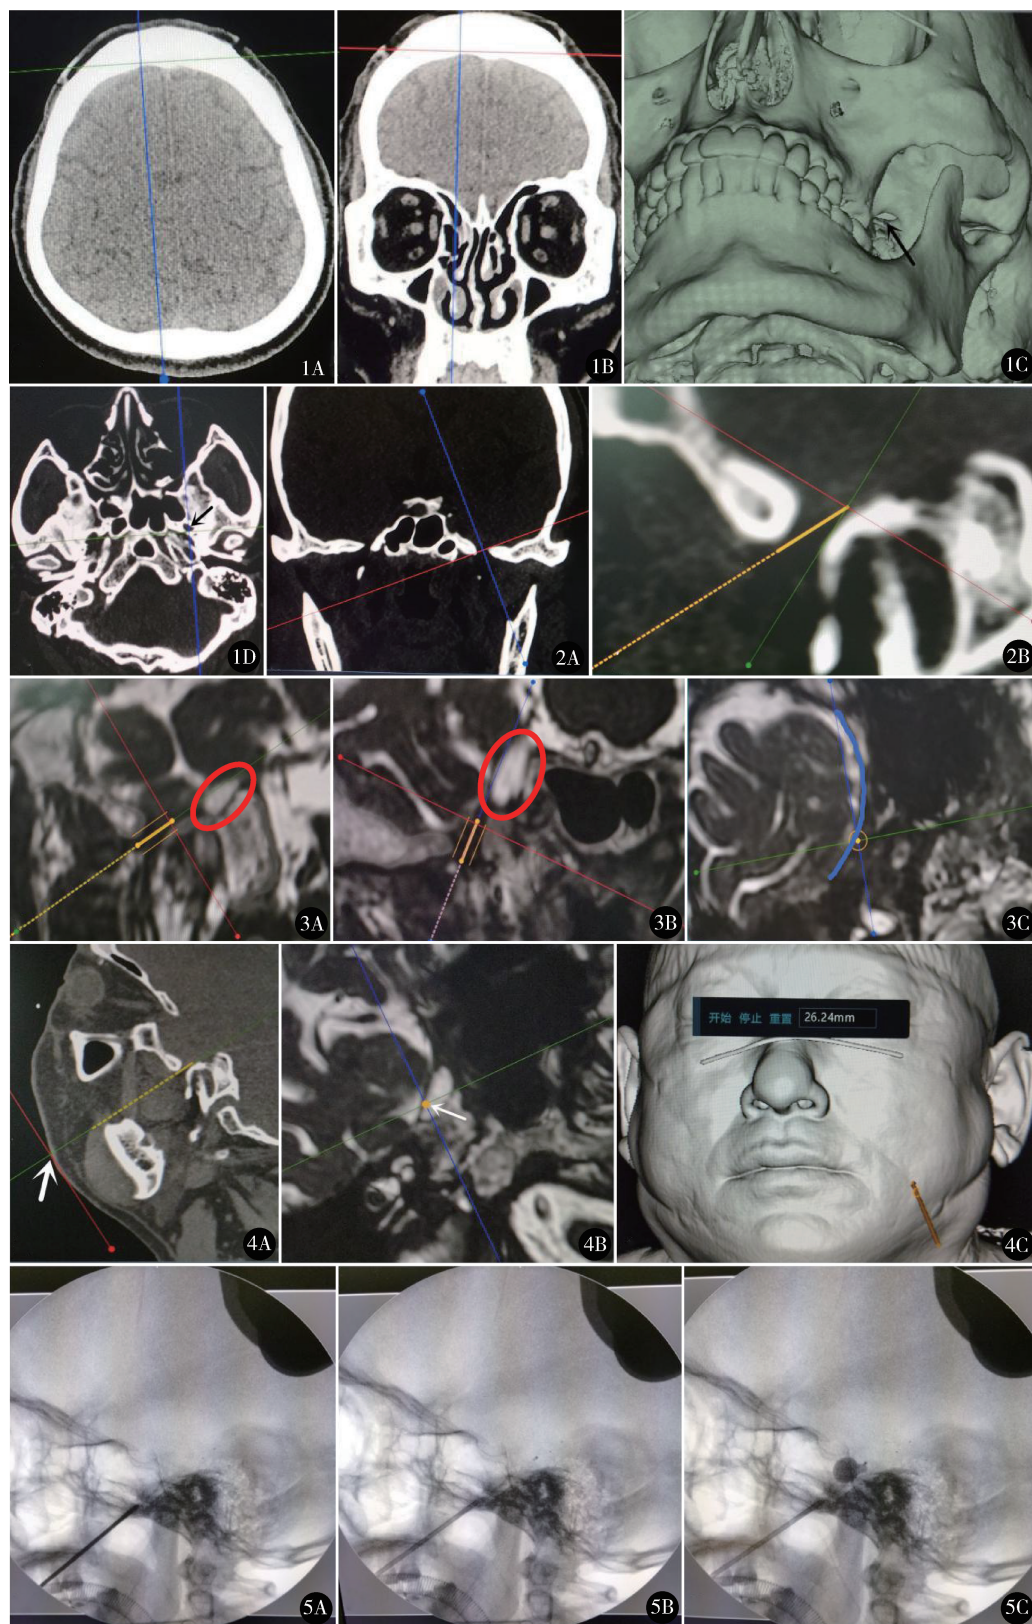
根据 CT 轴位和冠状位大脑镰调整图像为标准的轴位和冠状位图像,通过三维图像寻找二维图像上的卵圆孔(箭头) 图 2 调整矢状位的长轴(蓝线)和卵圆孔长轴平行,然后在矢状位定义穿刺角度 图 3 设计穿刺路径进入 Meckel 囊(红色椭圆内),并避开颞叶(蓝色线条为颞叶硬脑膜) 图 4 确定体表穿刺点(图 A 箭头),MRI 图像验证穿刺进入 Meckel 囊,并确认体表穿刺点和口角距离 图 5 术中先后验证穿刺针位置(A)、导管(B)和扩张后球囊(C)位置和形态,球囊呈典型的“梨形”形态
